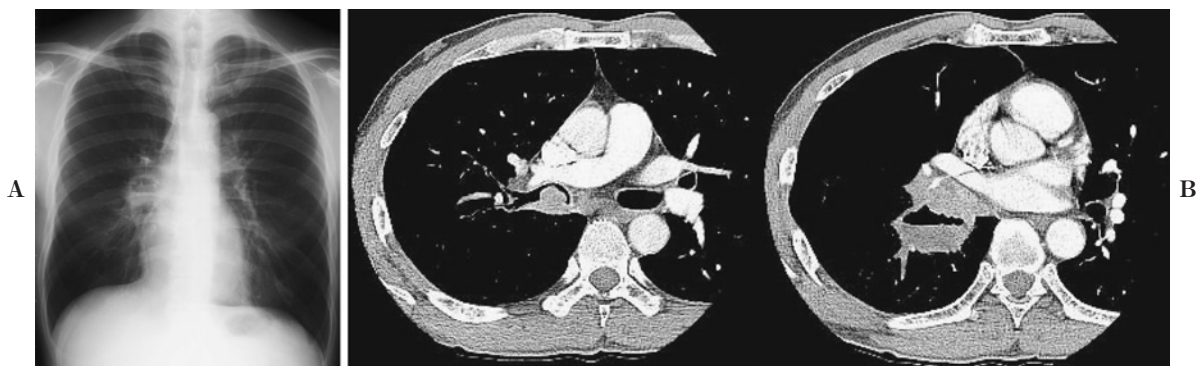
A. Chest X-ray on first admission showed a mass in the right middle lung field. B. Chest CT showed a tumor shadow in the S⁶ segment of the right lung, invading the right main bronchus.
